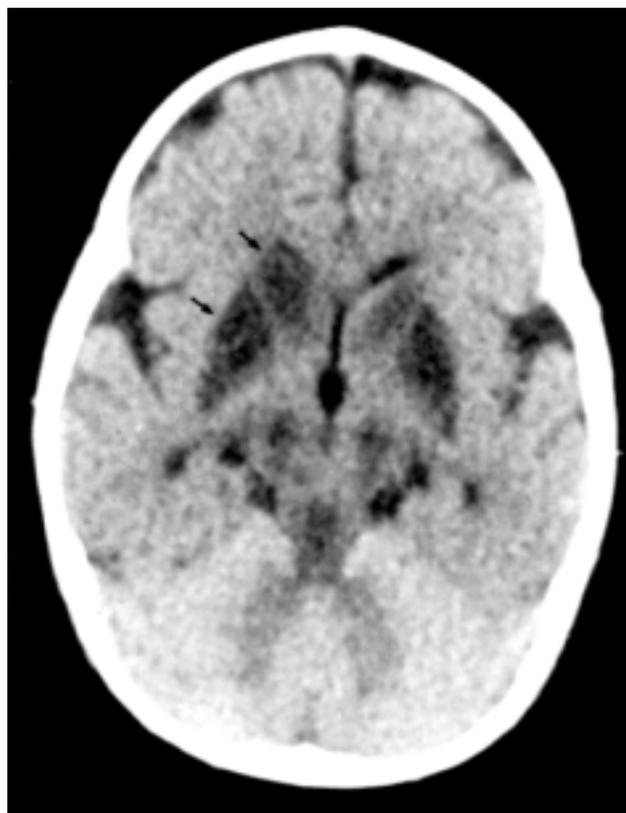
TAC craneal: áreas de hipodensidad que afectan especialmente a núcleos caudados y putámenes de forma bilateral (flechas)
